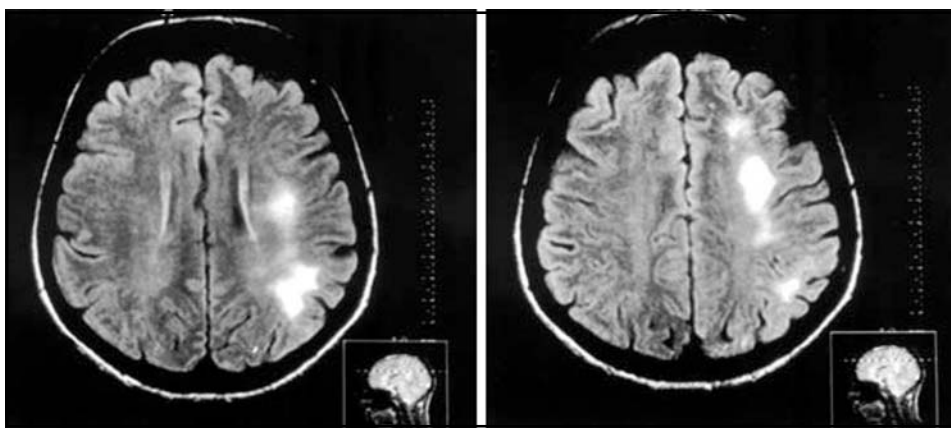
Ressonância nuclear magnética de crânio realizada 5 meses antes da primeira internação hospitalar. Observa-se extensa área de hipersinal na substância branca do hemisfério cerebral esquerdo.
